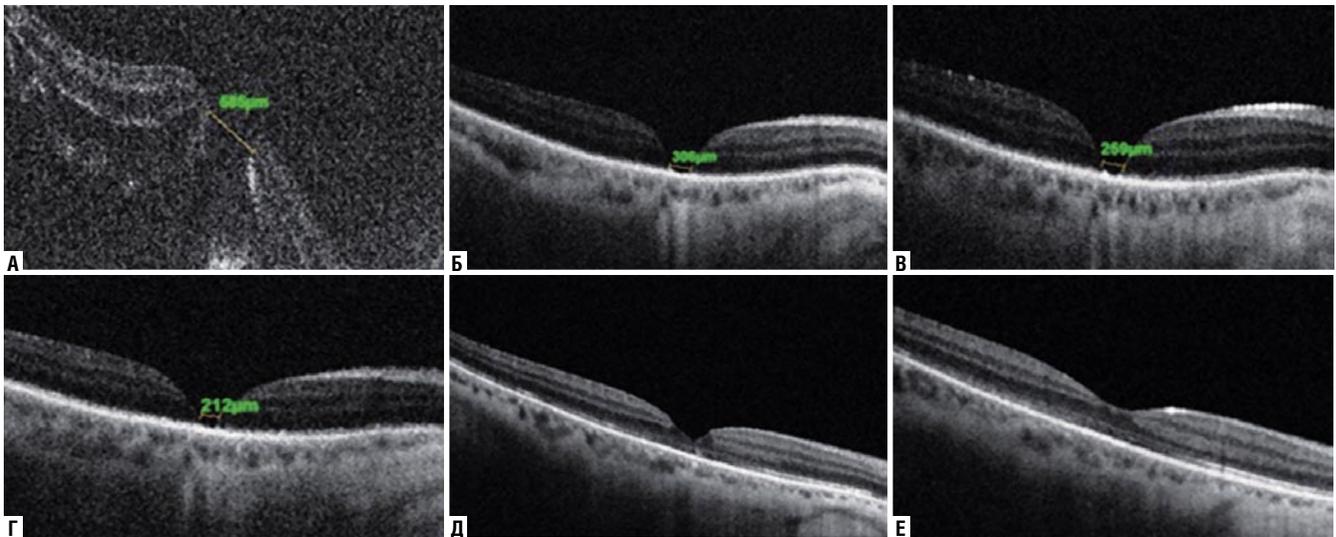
Динамика изменения диаметра макулярного разрыва пациентов 1-й группы по данным оптической когерентной томографии. Примечание: А – до операции, Б – через сутки после операции, В – через неделю после операции, Г – через 2 недели после операции, Д – через месяц после операции, Е – через месяц после удаления силиконового масла.
